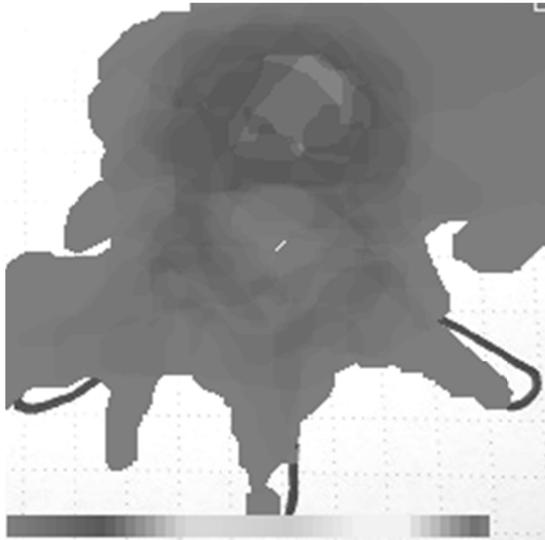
徒手筋力テスト 3 より大きいがん脊椎転移患者のMRI axial 像における転移がんの位置
